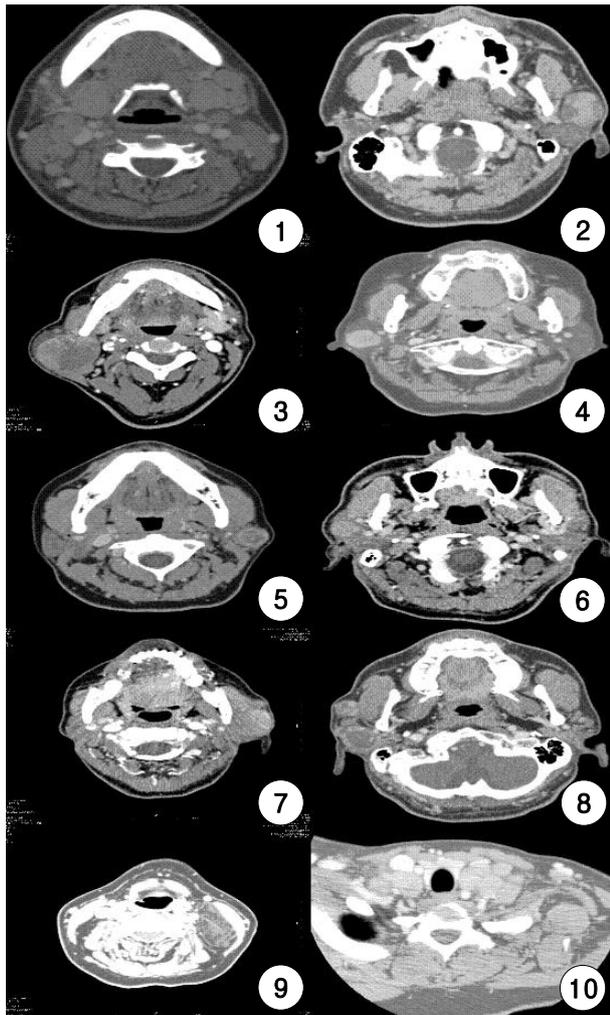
Axial CT used to show the patients (1,10 metastatic ca, 9 liposarcoma, 2-8, parotid tumor).
